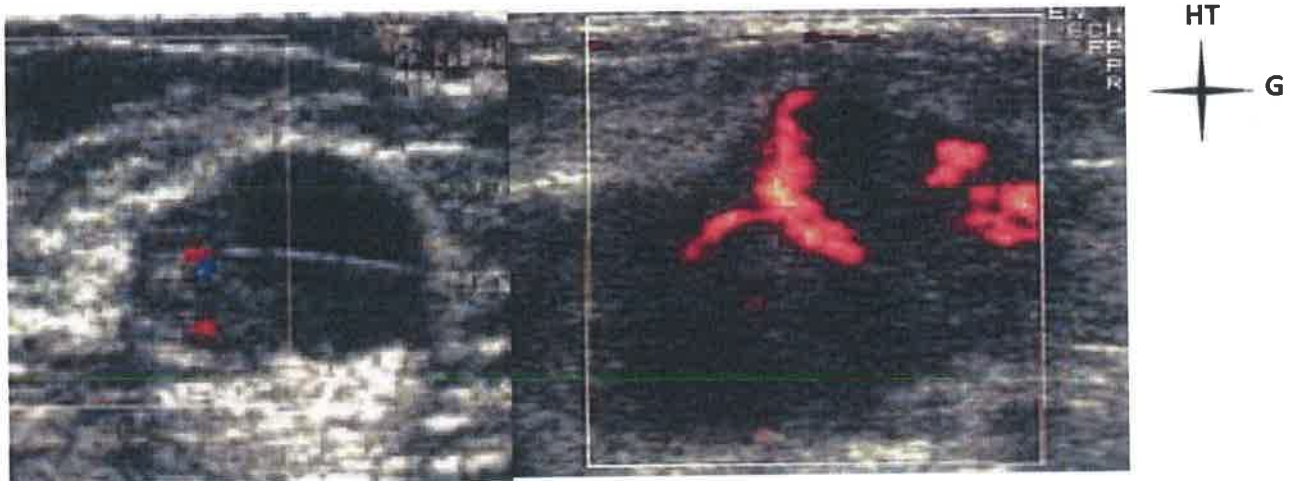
carcinome canalaire infiltrant avec des zones échogènes vascularisées en doppler couleur [132].
